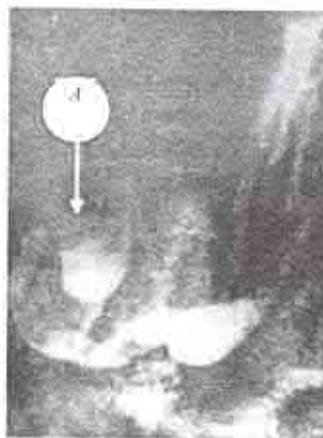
Radiografia bariată a tractului digestiv. Radiogramă. A – diverticul duodenal; B – diverticul jejunul (caz clinic proprie).
